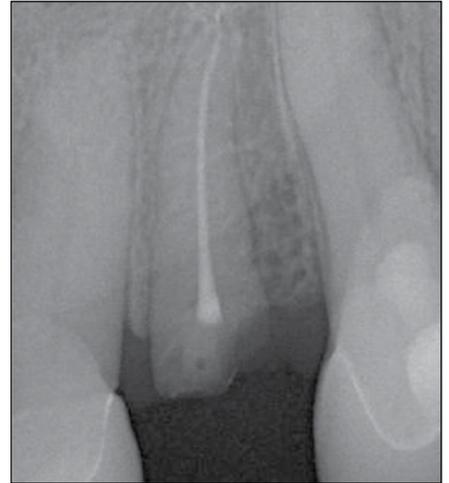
На рентгенограмме – канал зуба 2.2 запломбирован идеально – *lege artis*
